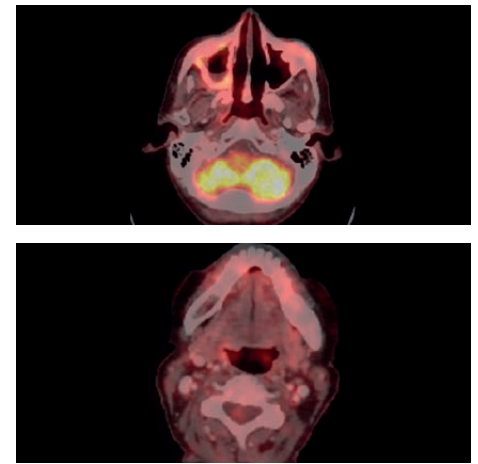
PET-CT: partielle Remission im Februar 2021
